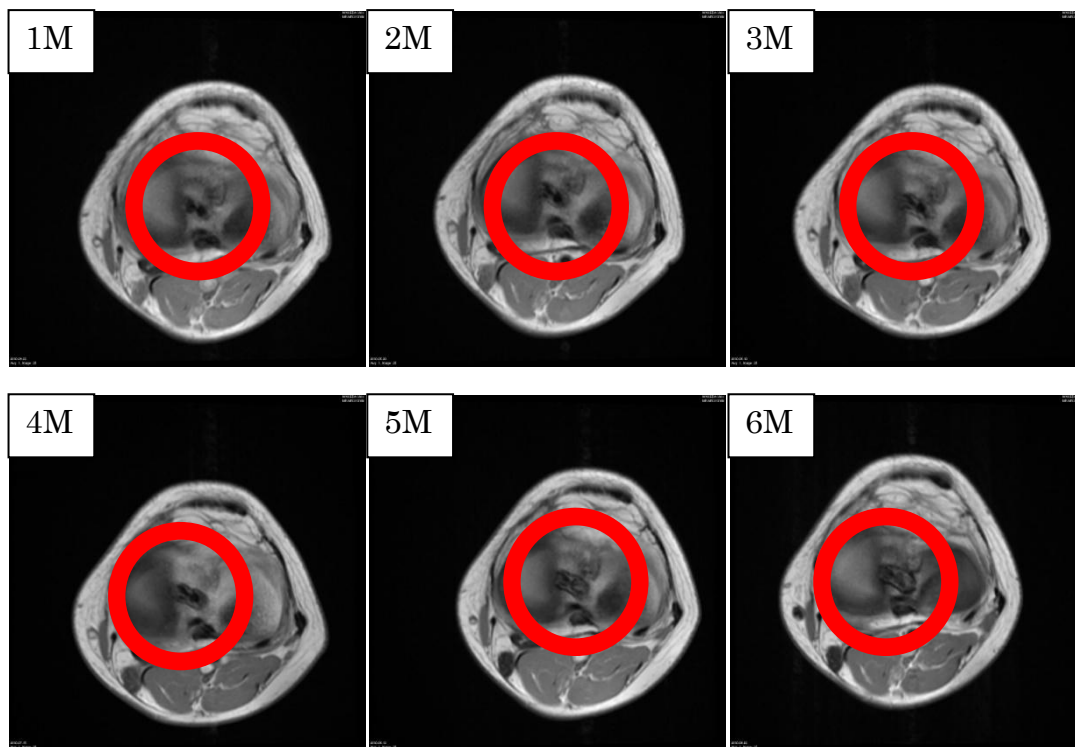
再建 ACL の MRI 画像例(内側膝関節裂隙)
